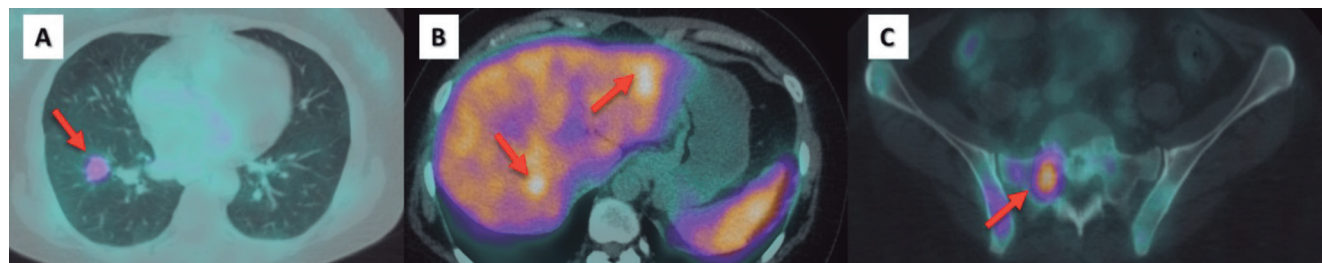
Captação de PSMA-Ga68 pelas lesões metastáticas, indicadas pela seta vermelha: metástases pulmonar (A), hepática (B) e óssea (C).
